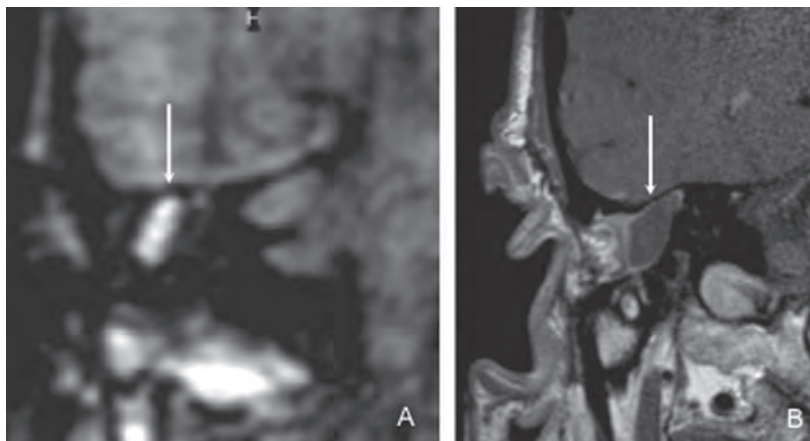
Récidive de cholestéatome chez un patient avec des ATCD de cholestéatome D opéré à 3 reprises, avec clinique d'otorrhée. IRM, coupes coronales, DWI (A) et T1 Gd (B) : récidive de cholestéatome sous forme d'une formation oblongue hypersignale en diffusion et ne se rehaussant pas après injection de Gd (flèches).
